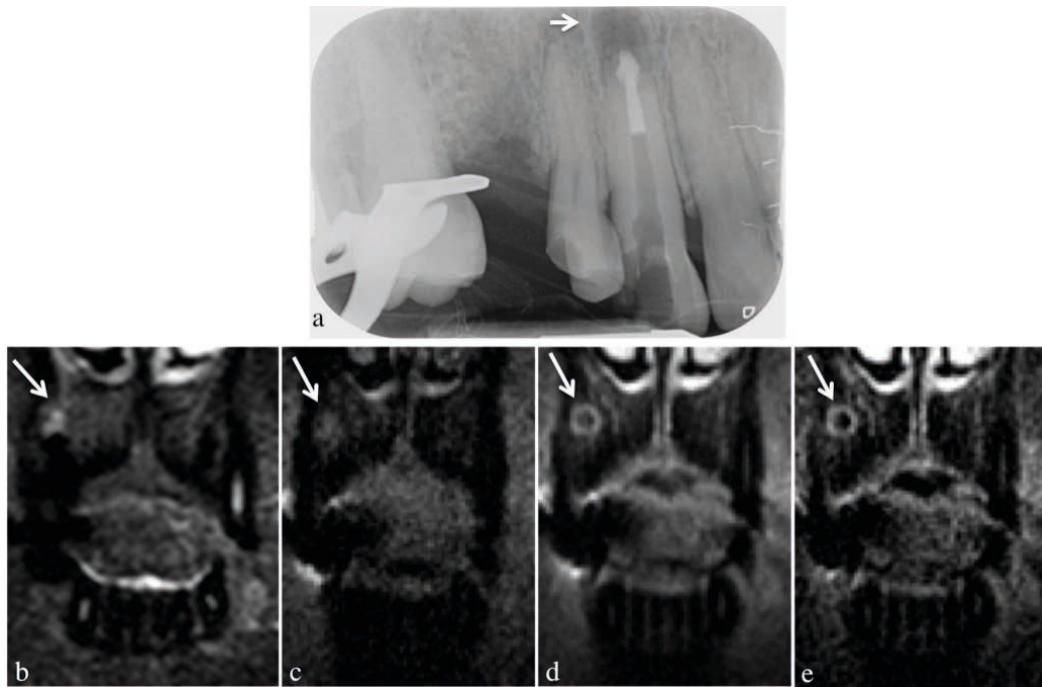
Paziente con lesione litica periapicale. (a) L'esame RX intraorale mostra un'area rotondeggiante di radiotrasparenza (freccia) a livello della radice dell'elemento dentario 13, che presenta materiale radioopaco in esito a pregresso trattamento endodontico. (b) Nell'immagine T2 SPACE STIR coronale la lesione presenta una parete ipointensa e un centro iperintenso (freccia); (c) in T1SE FS, acquisita sul piano coronale, il centro della lesione appare lievemente iperintenso e dopo la somministrazione di mdc. si ha un netto enhancement di parete (d: immagine T1 SE FS dopo mdc; e: immagine di sottrazione) (freccie). NB: il materiale endocanale non inficia la qualità delle immagini RM.
